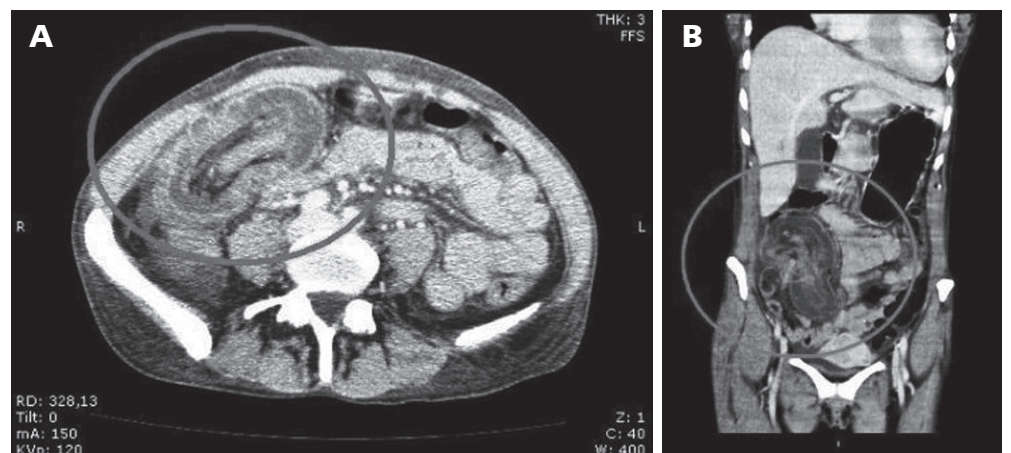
A) Vista axial de la tomografía abdominal que muestra la imagen característica de “pseudo-riñón” que se presenta en casos de intususcepción. B) Vista coronal mostrando el íleon distal invaginado dentro del colon ascendente.
